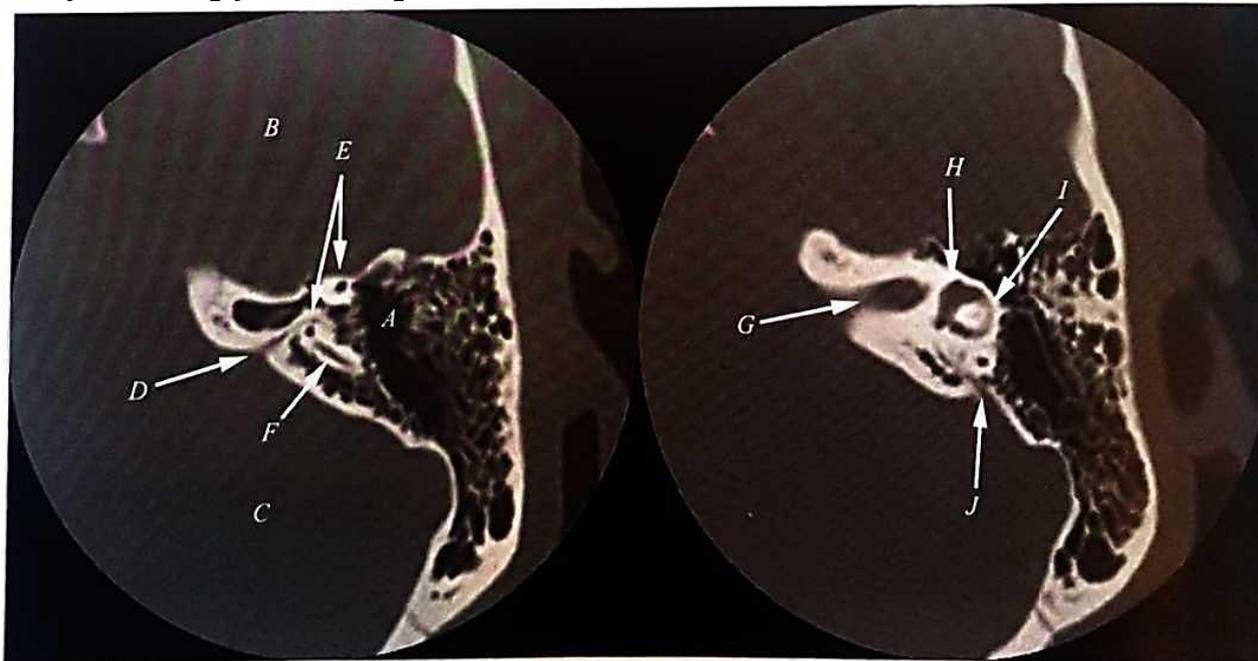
КТ левой височной кости в аксиальной проекции. Срез слева проходит выше, чем срез справа.
